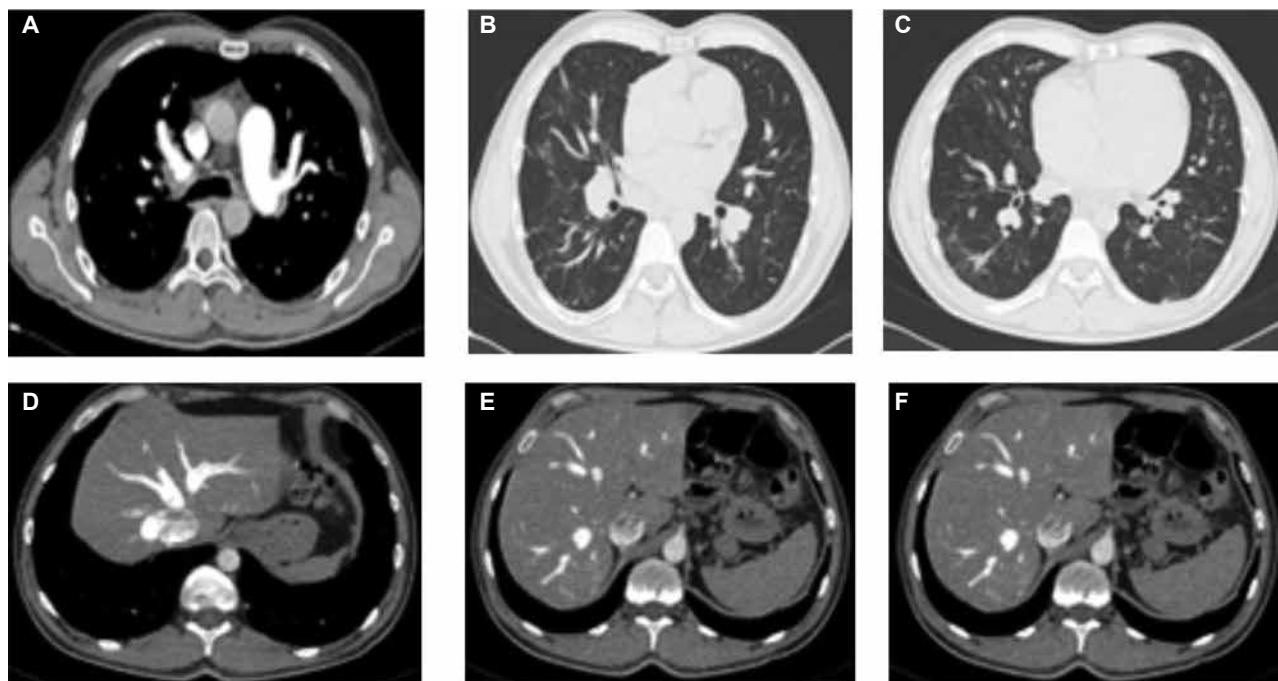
Paneles A, B y C. Resonancia nuclear magnética de tórax con contraste intravenoso, donde se ponen en manifiesto las malformaciones arteriovenosas pulmonares y hepáticas. Paneles D, E y F; se observan malformaciones vasculares hepáticas.
